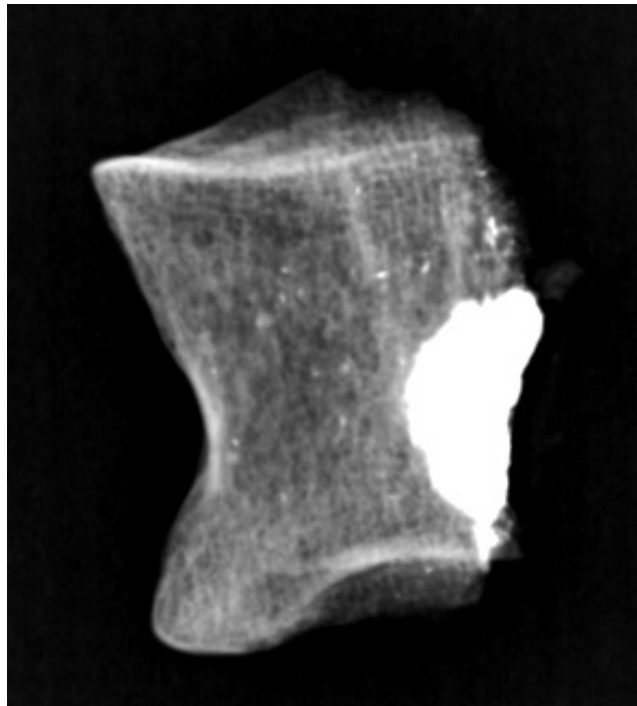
Radiografía de la vértebra anterior
